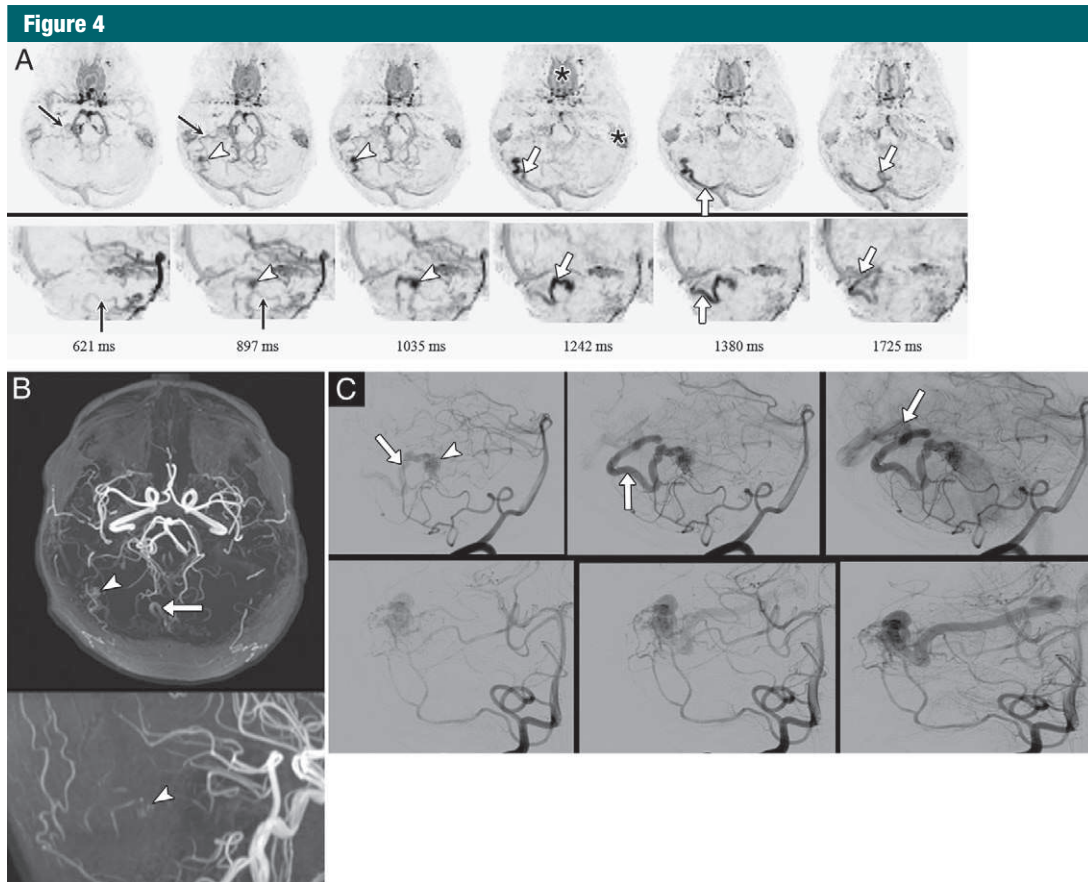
Right cerebellar AVM in a 51-year-old woman with main arterial feeder from posteroinferior cerebellar artery (black arrows), small nidus (arrowheads), and a single draining vein (white arrows) toward straight sinus, which corresponds to deep drainage. *A*, Time-resolved SL MR angiographic imaging for two cardiac cycles in axial (top) and sagittal (bottom) planes. * = major off-resonance susceptibility artifacts at the skull base and nasal fossa, which impaired image quality. AVM characterization remained feasible and in good agreement with DSA. *B*, TOF angiography in axial (top) and sagittal (bottom) planes. AVM is only detected because of venous drainage. This AVM was not detected at time-resolved SL MR angiographic imaging over one cardiac cycle. *C*, Reference DSA in sagittal (top) and coronal (bottom) planes.
